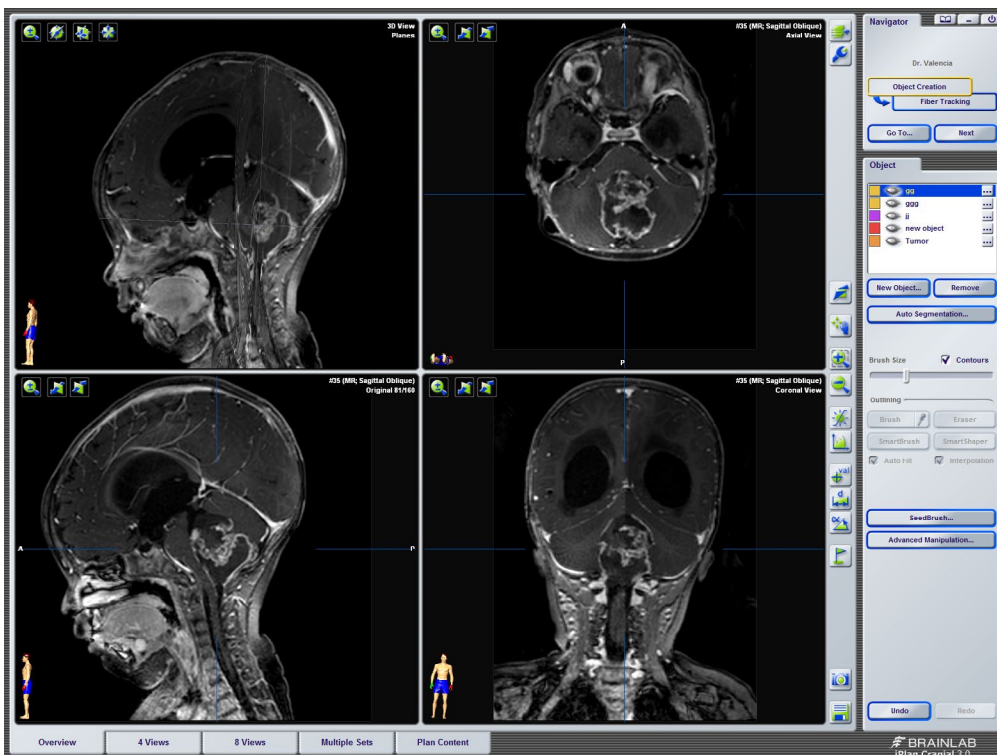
Resonancia magnética con contraste de paciente masculino de 10 meses de edad con lesión bien definida en cuarto ventrículo que desplaza la protuberancia y el bulbo raquídeo. Fuente: Neuronavegador del Hospital Pediátrico Baca Ortiz.
